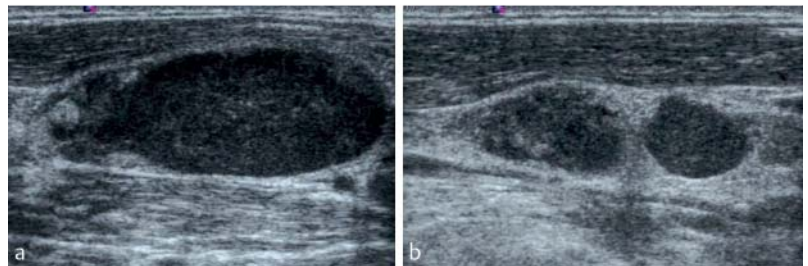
Affected lymph nodes in the lower cervical region in Hodgkin's disease (short-axis diameter 12 mm in a, 8 and 7 mm in b). The normal sonographic lymph node architecture is destroyed, and the internal structure appears partially homogeneous and partially significantly inhomogeneous. The Solbiati index in a is substantially greater than 2.
